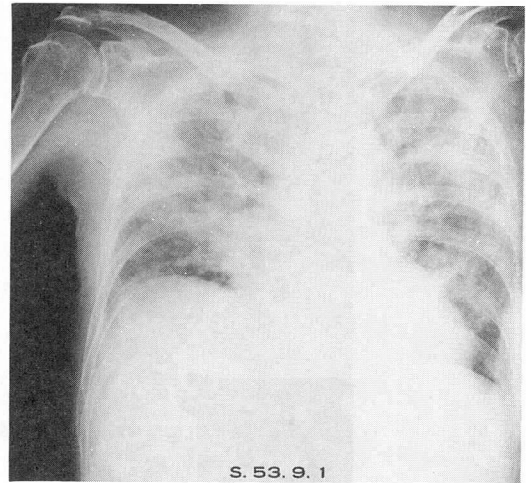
症例3胸部X線写真：両側の肺胞性～間質性陰影を認める。
